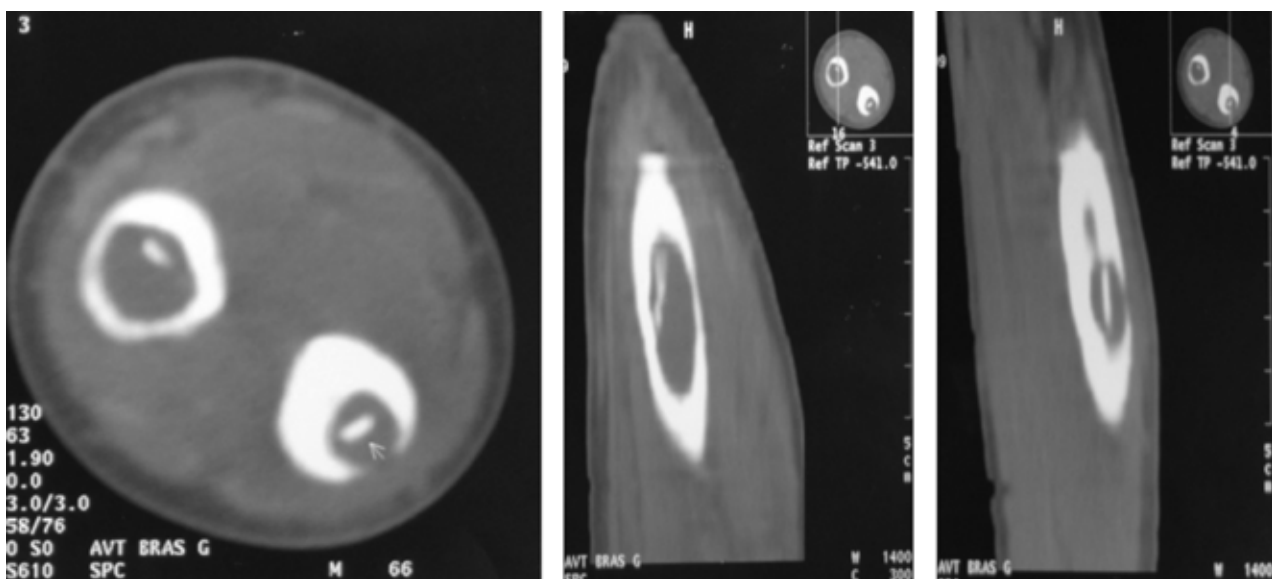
TDM de l'avant bras confirme la présence du séquestre osseux au niveau des 2 lacunes osseuses avec destruction d'une corticale osseuse
